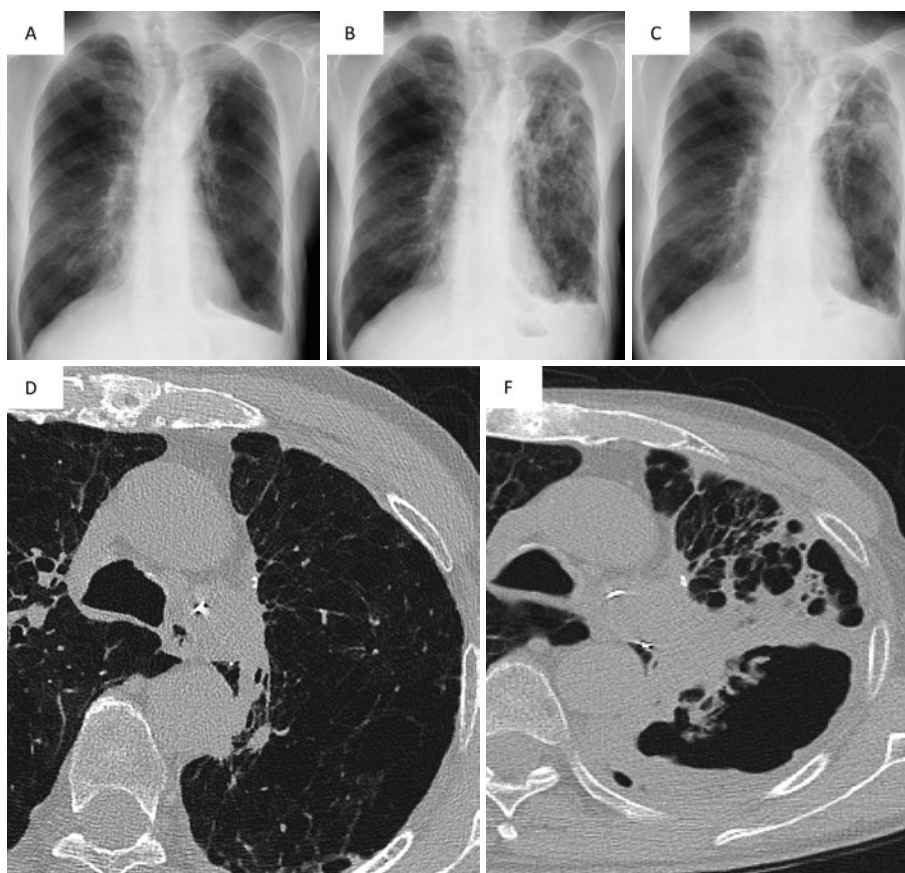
胸部画像所見の変化(症例1)。(A)入院2ヶ月前,(B)入院1ヶ月前,(C)入院時の胸部単純X線写真。入院1ヶ月前に出現した左上肺のすりガラス影と浸潤影が入院時には空洞形成を伴い拡大している。(D)入院2ヶ月前,(E)入院時の胸部単純CT。気腫肺を背景とし、入院時には空洞形成をきたし、その周囲には厚く浸潤影を伴った。
